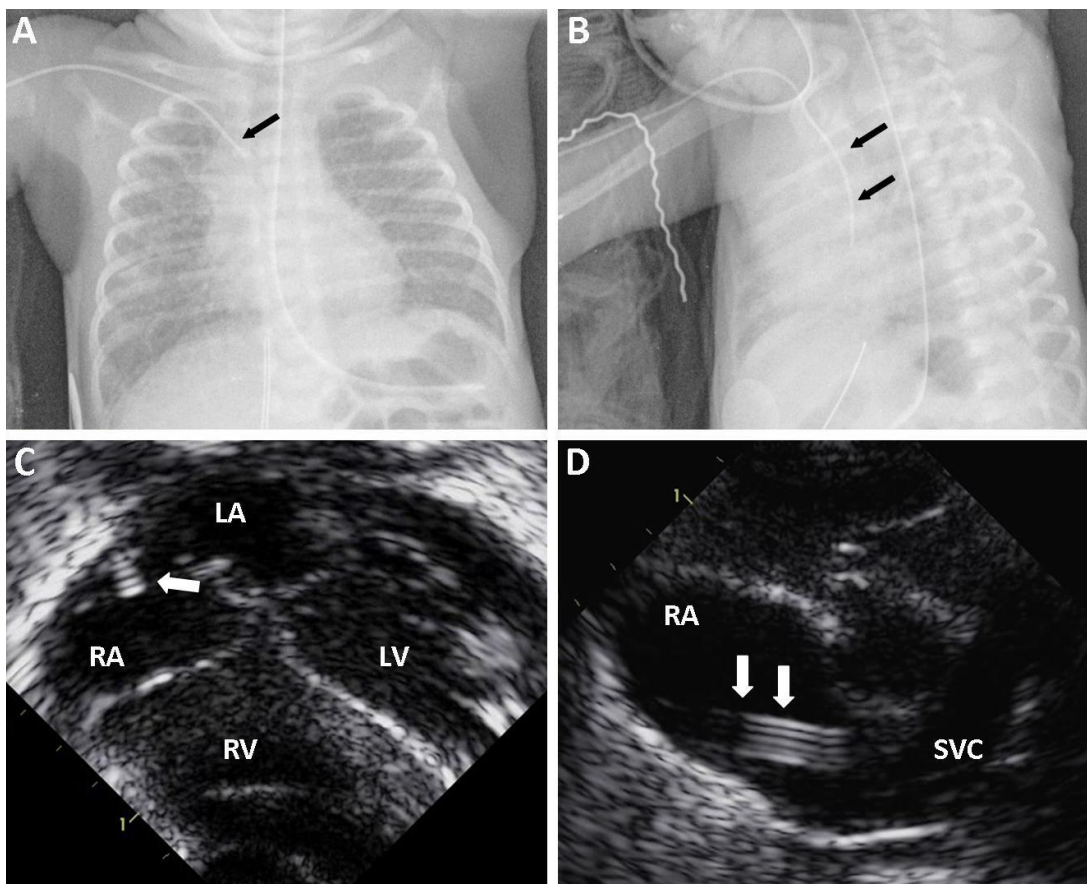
Falta de correlación entre la posición de la punta del catéter (PICC) en las radiografías y ecocardiografías. A: Radiografía antero posterior. B: Radiografía lateral. C: Vista subcostal. D: Vista en eje largo.
